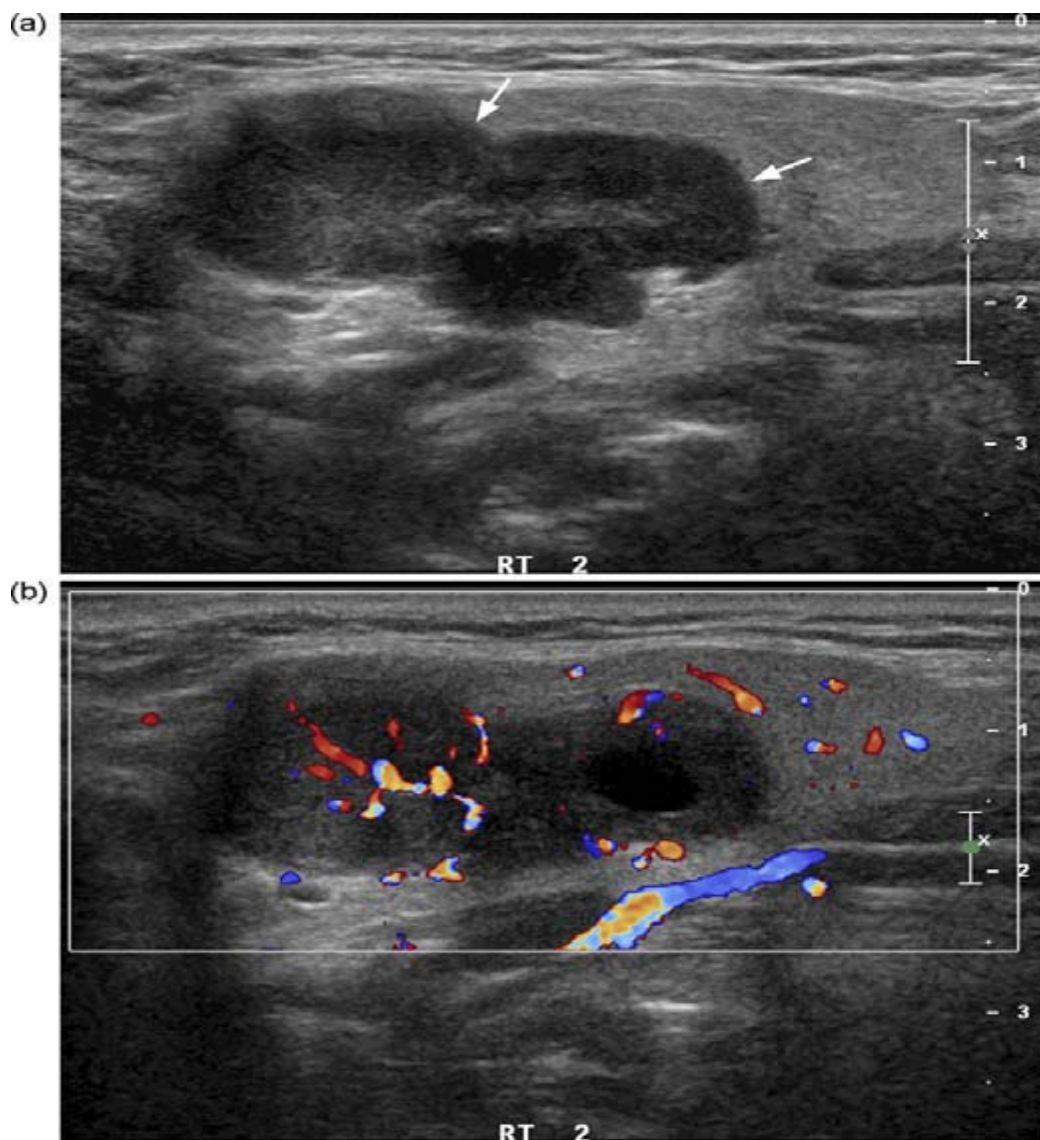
Echographie de la glande submandibulaire montrant une masse mal limitée, hypoéchogène hétérogène avec des zones kystiques et une vascularisation diffuse intratumorale au doppler [64].
